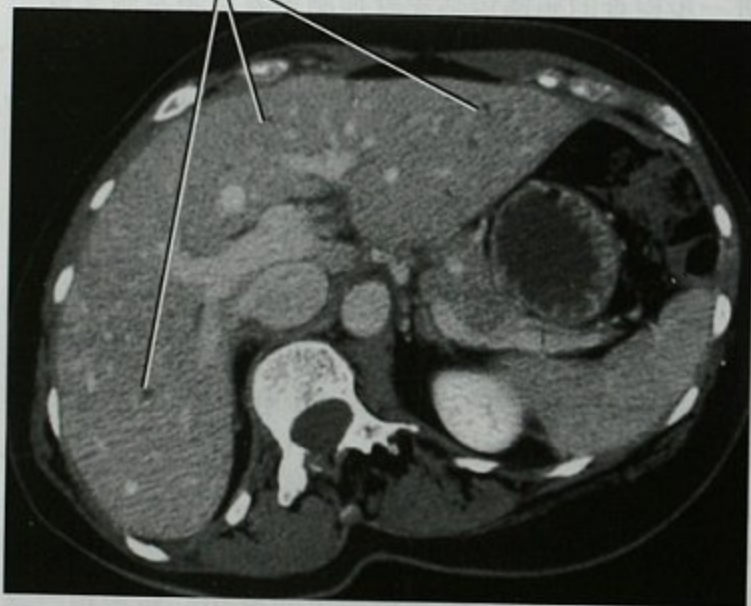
结肠癌及肝脏多发低密度病变患者腹部增强横断位 CT 图像。根据病变小而数目多,诊断提示为胆管错构瘤,之后在结肠切除术中证实
